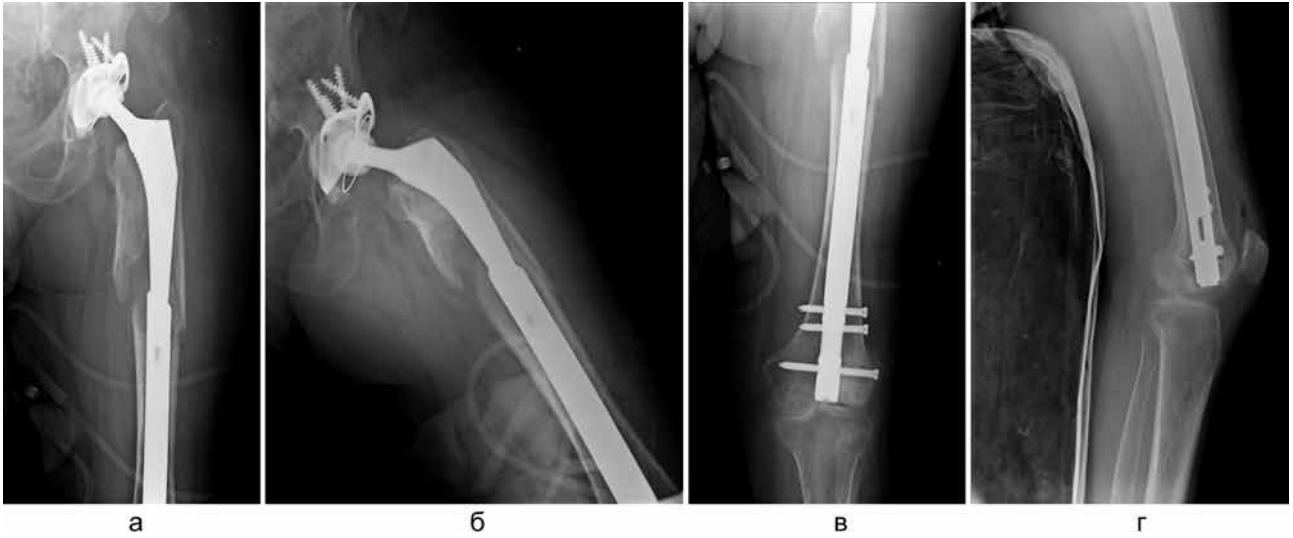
Рентгенограммы после операции в прямой и боковой проекции: а, б – тазобедренный сустав; в, г – коленный сустав. Дистальное запривание тремя винтами. Вывих устранен. Длина бедра и положение ножки эндопротеза относительно большого вертела восстановлены. Имеется диастаз между отломками в проксимальном отделе бедра
